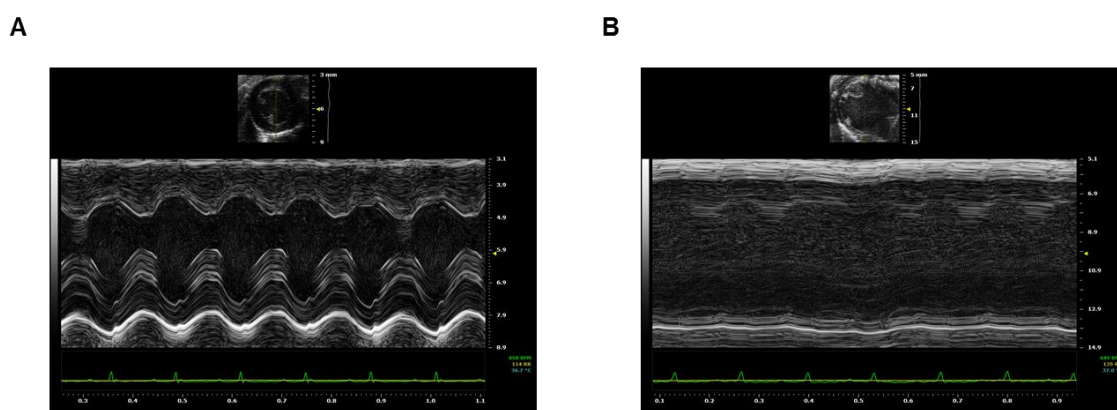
Dilatative Kardiomyopathie und kontraktile Dysfunktion in CaMKII δ_C -transgenen Mäusen. Vergleichende echokardiographische M-Mode Aufnahmen einer Wildtyp- (A) und CaMKII δ_C -transgenen Maus (B) im Alter von 10 Wochen. Es zeigt sich eine deutliche Dilatation (zu beachten ist die unterschiedliche Skalierung der y-Achse) und Kontraktionseinschränkung des linken Ventrikels in den CaMKII δ_C -transgenen Tieren.
